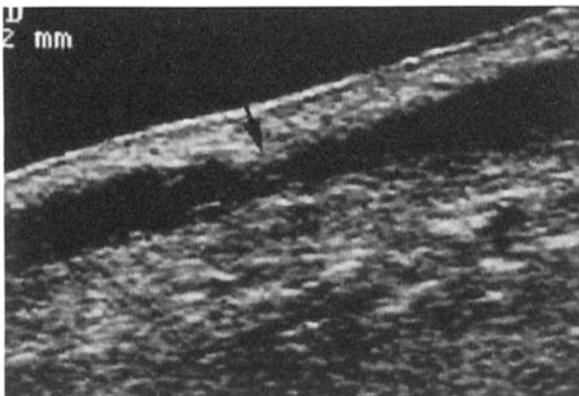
超音波断層像. shunt 部静脈側, 遠位部軽度狭窄 (矢印)
